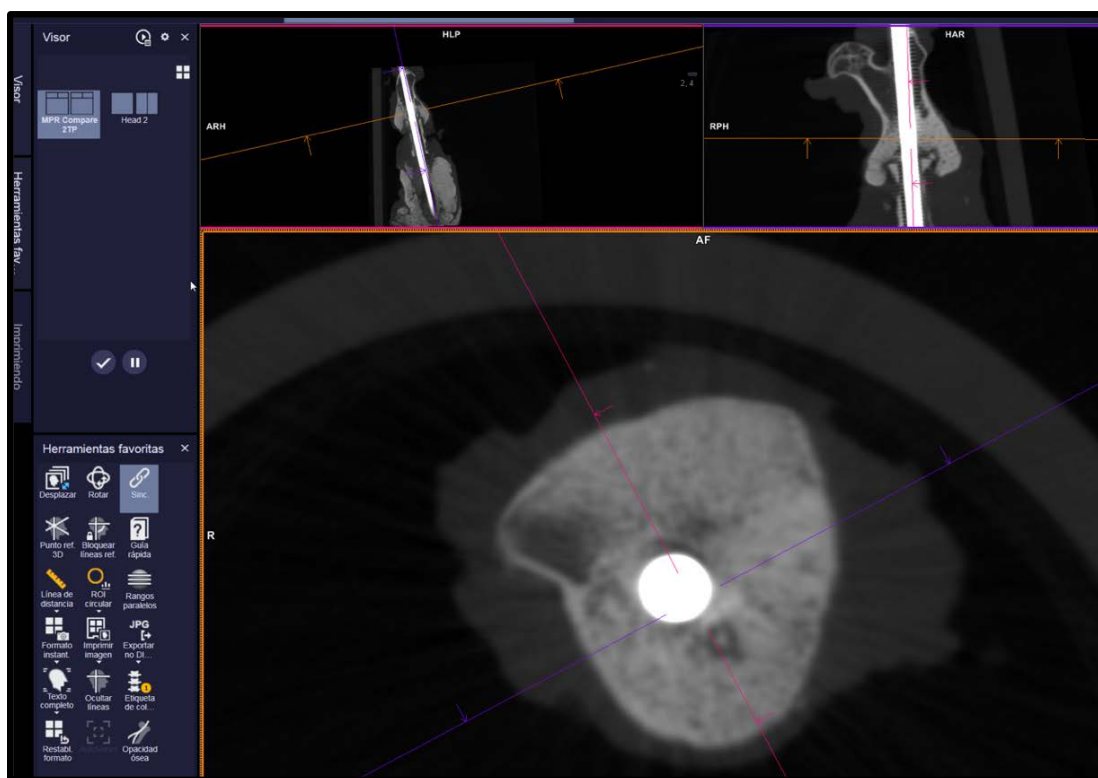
Imagen del programa *Syngo.via Imaging Advanced® Siemens* (Erlangen, Alemania) para el estudio de la tomografía axial computarizada de los fémures de las ratas de estudio.
